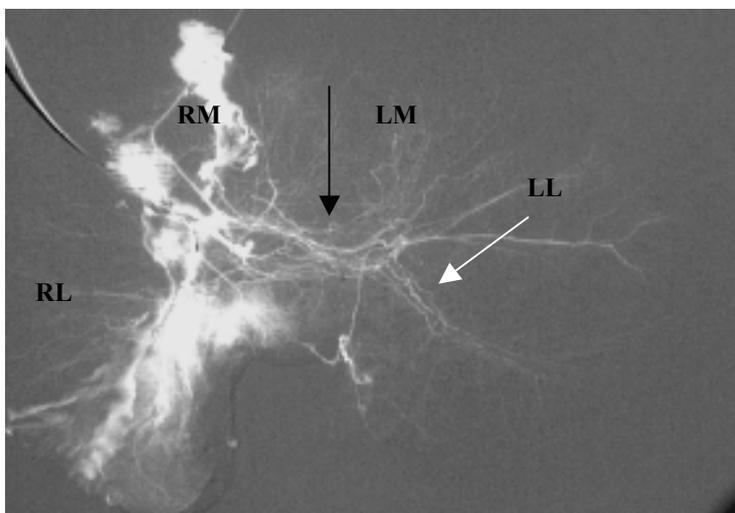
Ex-situ-Angiographie des arteriellen Stromgebiets in der AE-Gruppe. (RM: rechtsmedial, RL: rechtslateral, LM: linksmedral und LL: linkslateral)
